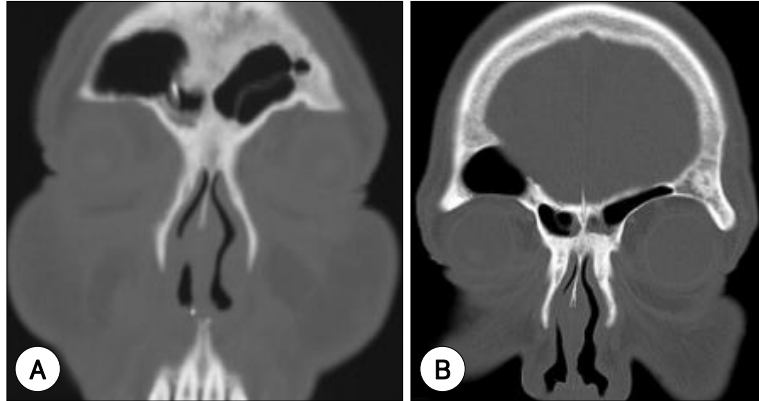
Postoperative PNS CT coronal view. A : At postoperative 5 days later, there was insertion state of the silicon drainage catheter in the right frontal sinus. And, it showed marked improvement of the mucocoele and sinusitis. B : At postoperative 2 month later, the Right frontal sinus mucocoele was resolved.
